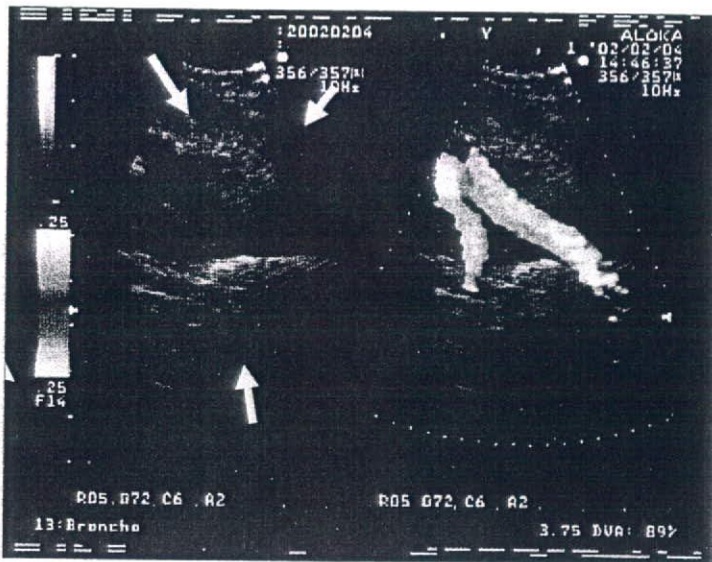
Endobronchial ultrasonogram : EBUS image of hilar lymph node.
